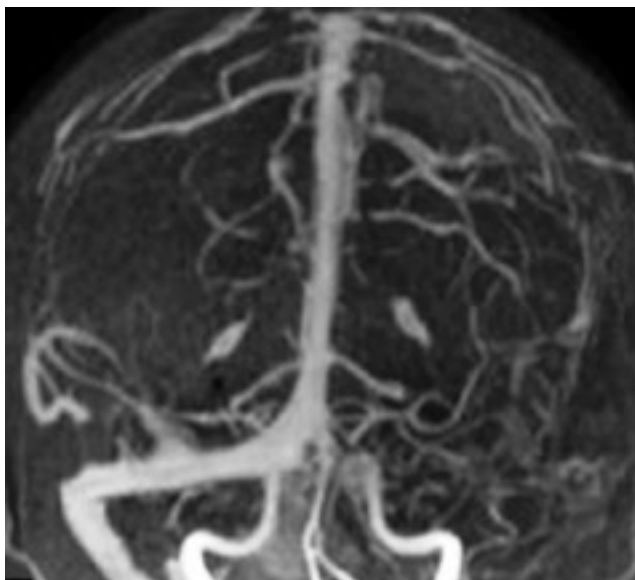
Venorresonancia contrastada muestra amputación del seno transverso y sigmoides izquierdo. Tomada de *Bonneville L. Imaging of cerebral venous thrombosis. Diagnostic and Interventional Imaging (2014) 95, 1145—1150.*
